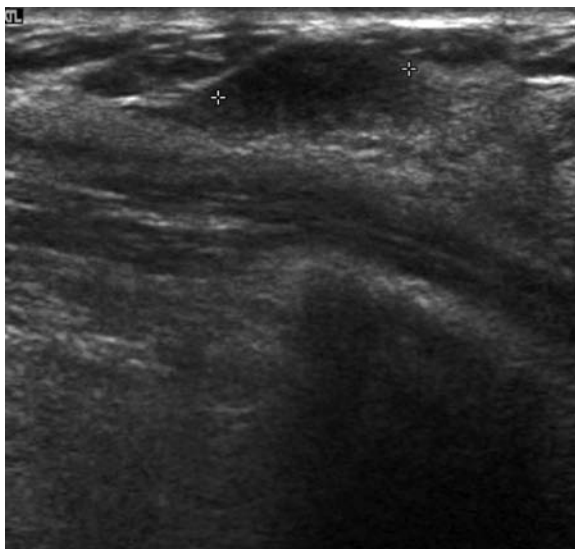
Ultrasonido de mama. Imagen hipoeoica de 12,7 mm de diámetro máximo, perpendicular al plano cutáneo, con contornos parcialmente mal definidos, sin sombra acústica posterior.
